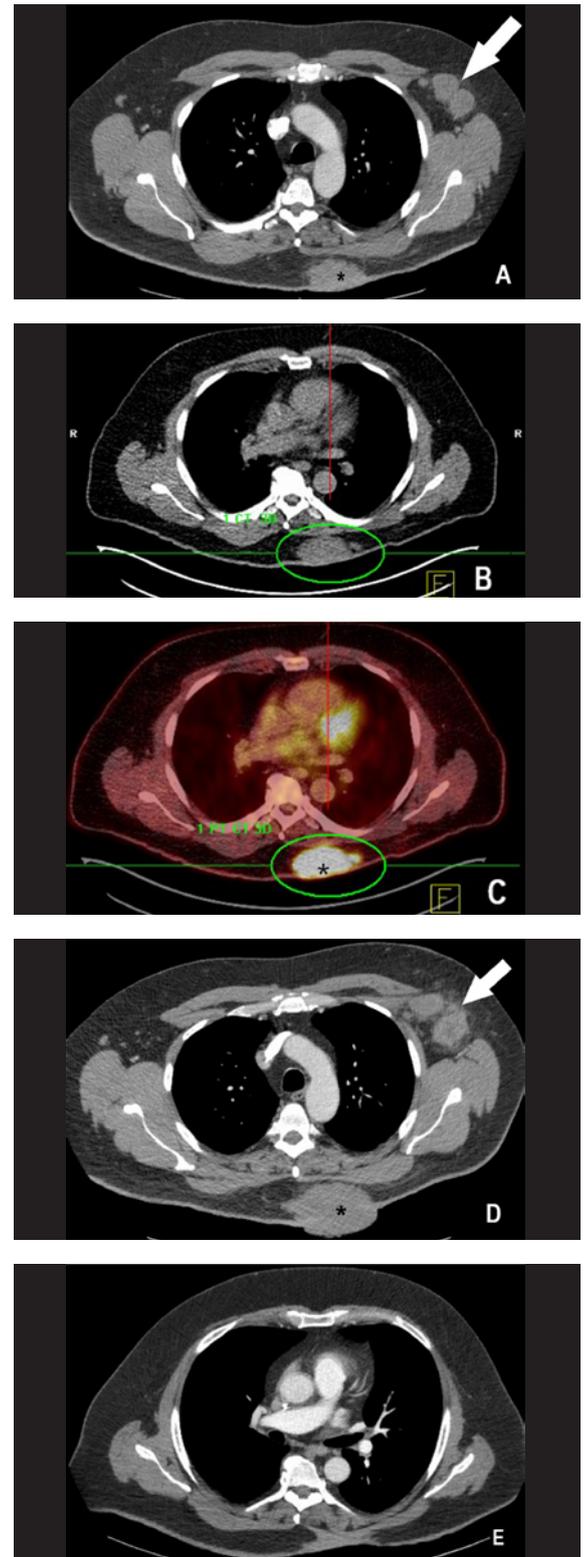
A) Staging CT nach der Biopsie: * = Tumor; Pfeile = Lymphknotenmetastasen der linken Axilla. B), C) Staging PET-CT: * = FDG-Avidierender Tumor. D) Re-Staging CT nach 3 Zyklen Avelumab: * = Grössenprogression des Primarius; Pfeile = Lymphknotenmetastasen mit Grössenprogression. E) Verlaufs-CT mit aktuell kompletter Remission nach R0-Resektion, kombinierter Immuntherapie und 6 Monate Erhaltungstherapie mit Nivolumab.
